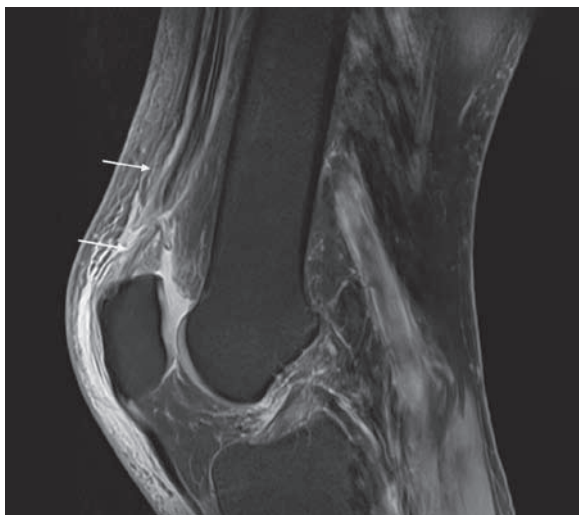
Coupe sagittale T2 avec saturation de la graisse en IRM : rupture complète du tendon quadricipital.
